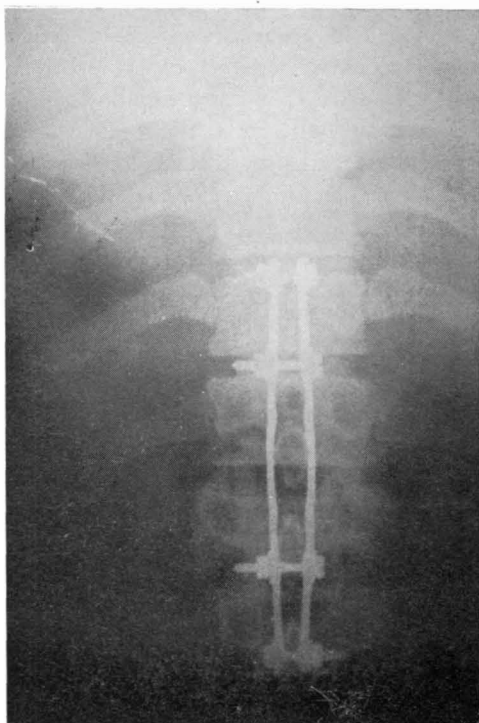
Radiografía anteroposterior de una fractura-luxación D12-L1 fijada con dos placas de Sherman con bulones.
